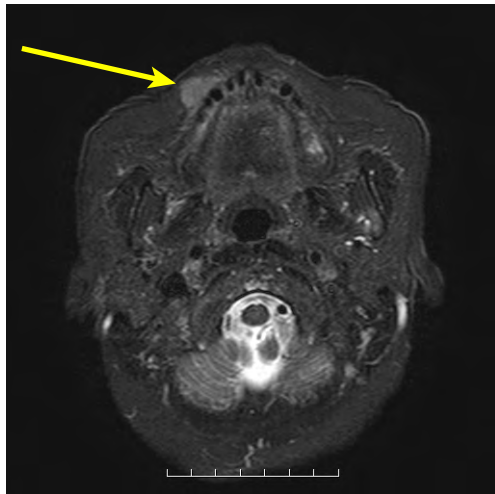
Magnetic resonance image of a tumor on the right upper lip (arrow).
